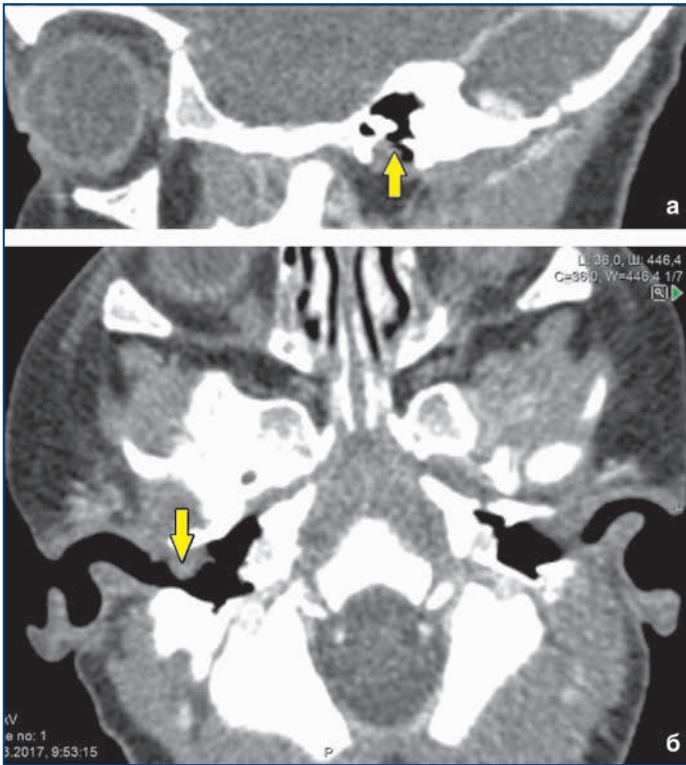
Компьютерная томография височных костей в коронарной (а) и аксиальной (б) проекциях после введения контрастного вещества. Стрелками показано мягкотканное образование наружного слухового прохода справа
